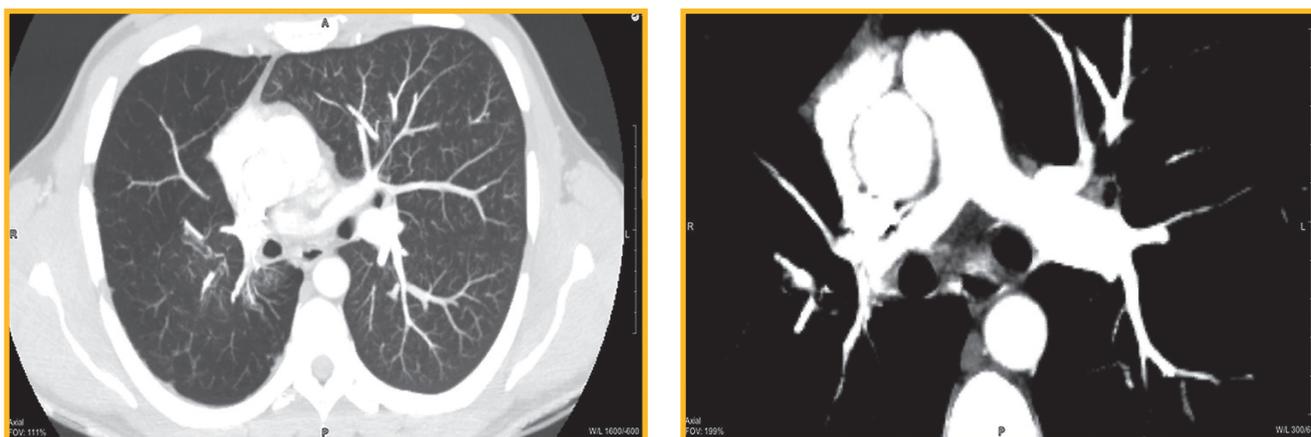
Мультиспиральная компьютерная томограмма органов грудной клетки (ангиография): выраженная асимметрия сосудистого русла легких (D < S) за счет гипоплазии ветвей правой легочной артерии
